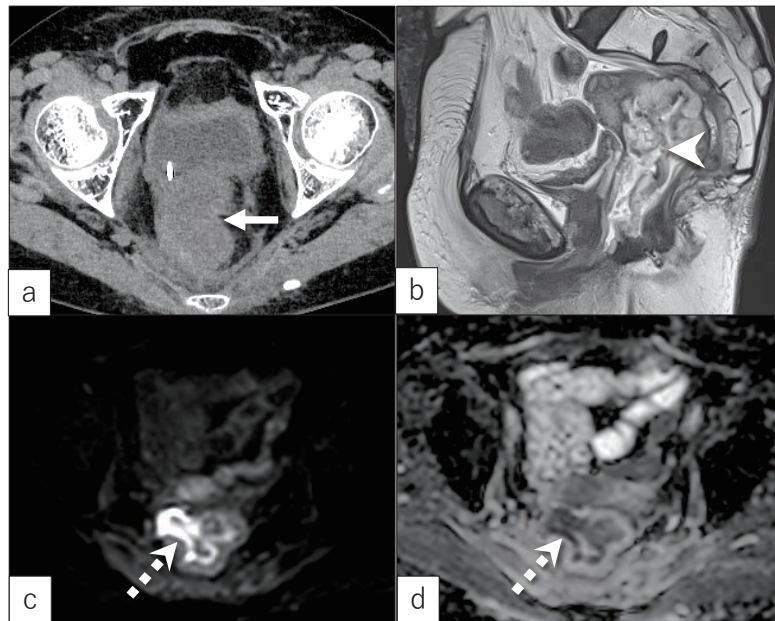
CT・MRI画像 a) 単純CT水平断像 b) T2強調画像矢状断像 c) DWI水平断像 d) ADC map水平断像
